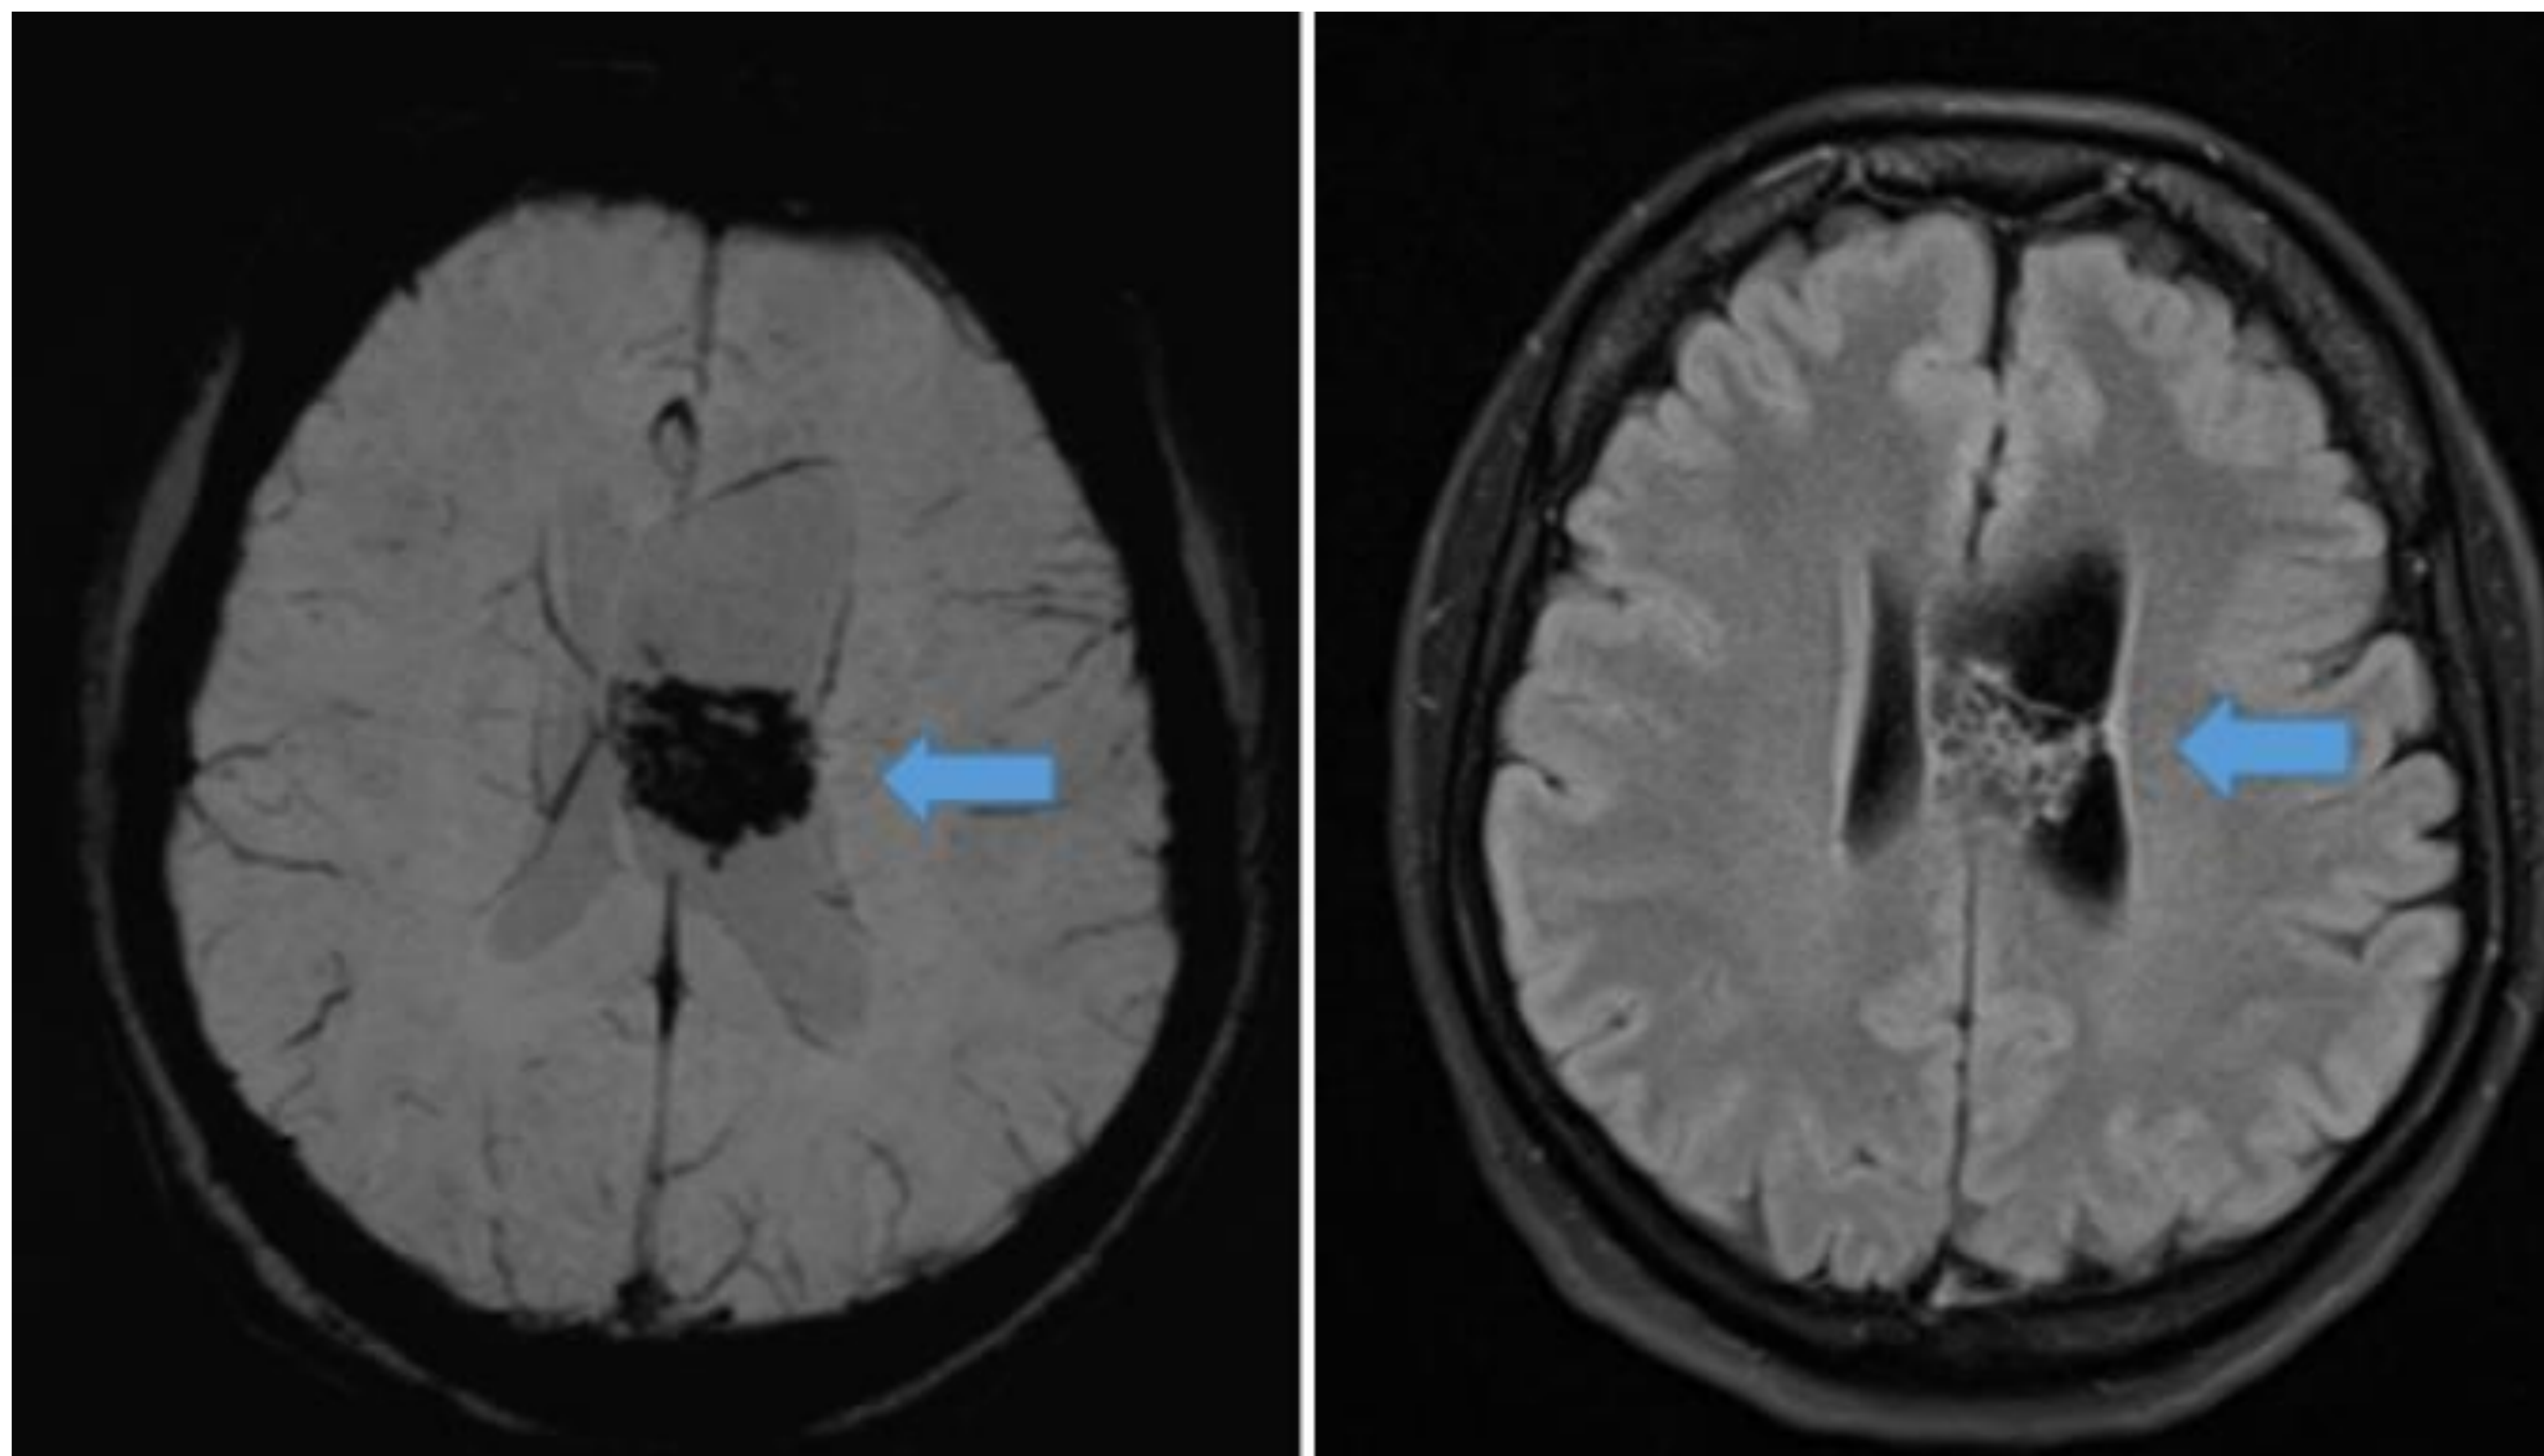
Neurocitoma central. Izquierda: susceptibilidad paramagnética. Derecha: FLAIR. Mismo paciente. Artefactos de susceptibilidad consistentes con calcificaciones. En T2 la lesión aparece hiperintensa en comparación con la sustancia blanca.
